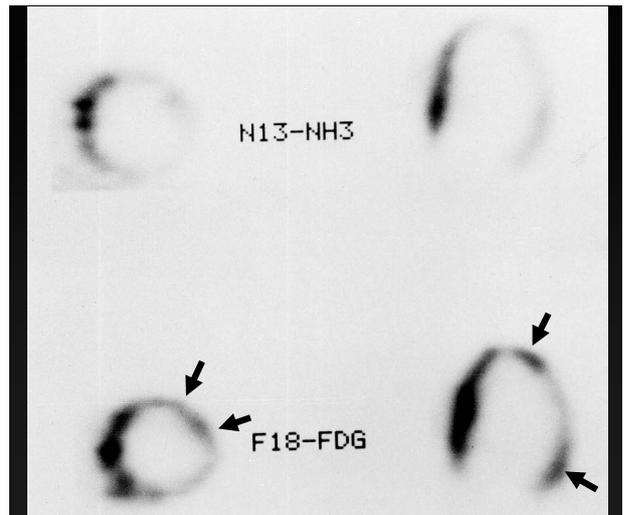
心筋梗塞症例の短軸（左）及び水平長軸（右）断層像の¹³N-アンモニア血流画像（上段）と¹⁸F-FDG糖代謝画像（下段）。矢印は血流低下で糖代謝の残存した虚血領域を示す（European Cardiology 5: 15-18, 2009 より改変引用）
